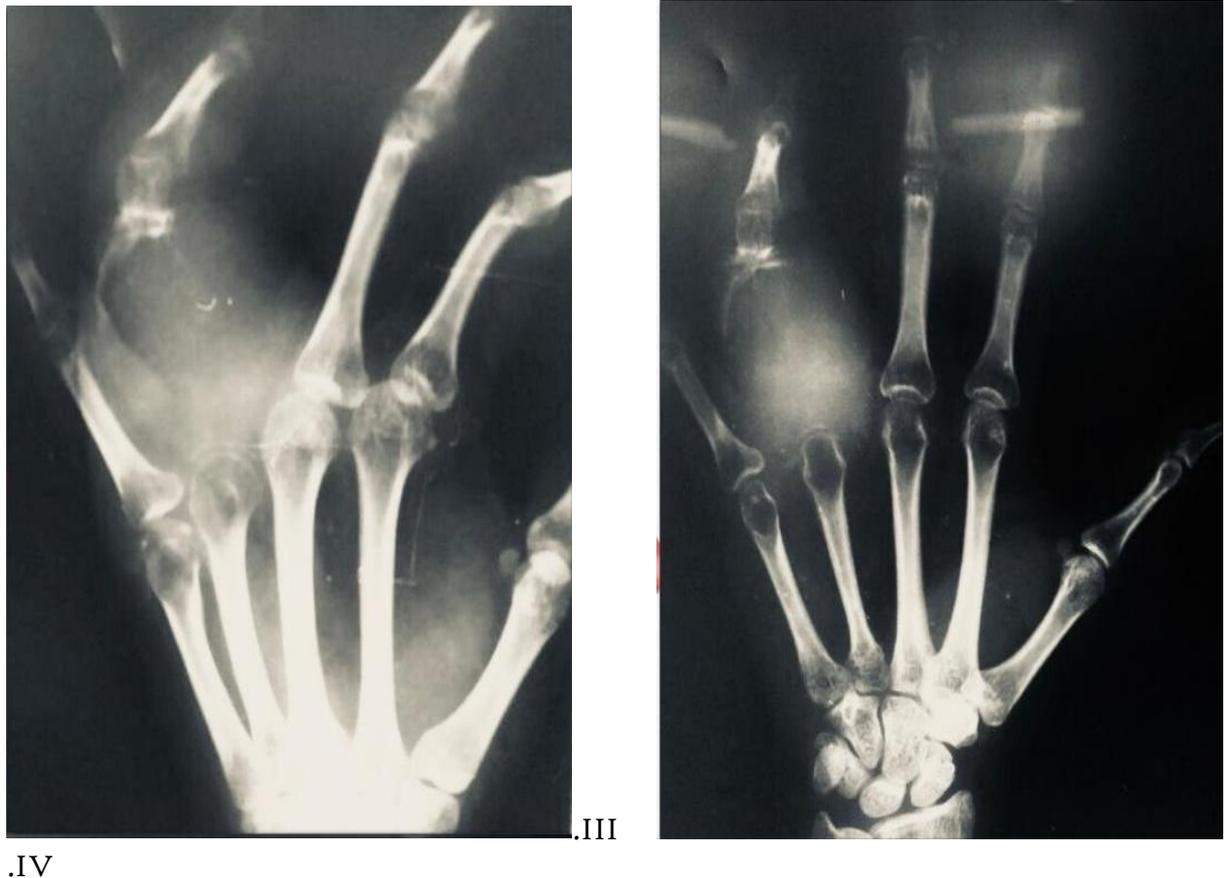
FIG III e IV- Radiografia da mão em incidências oblíqua (III) e de perfil pósterior anterior (IV).
